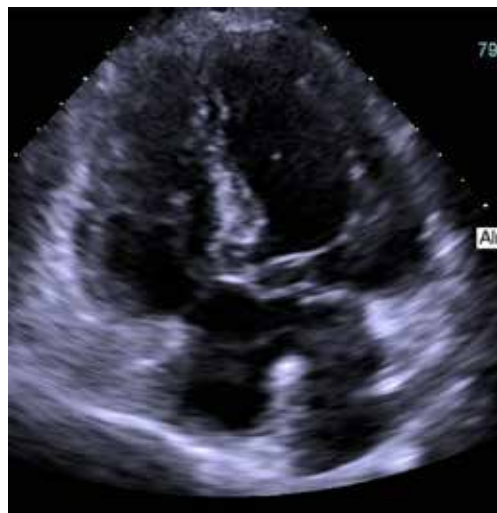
Ecocardiograma transtorácico en donde se evidencia la presencia de probable defecto septal.
